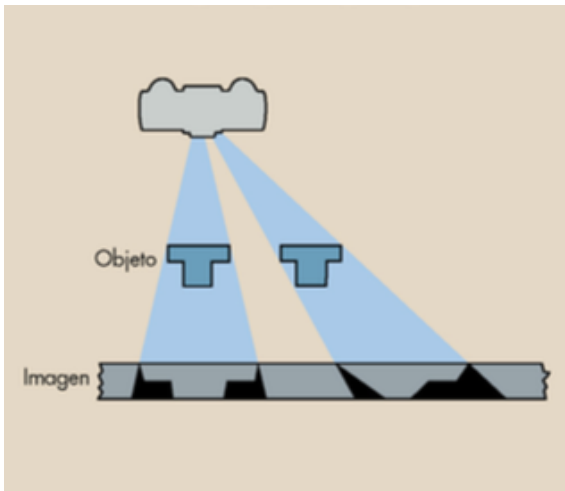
Objetos con anatomías irregulares se distorsionan cuando se radiografían lejos del eje central.*<sup>(28)</sup>
